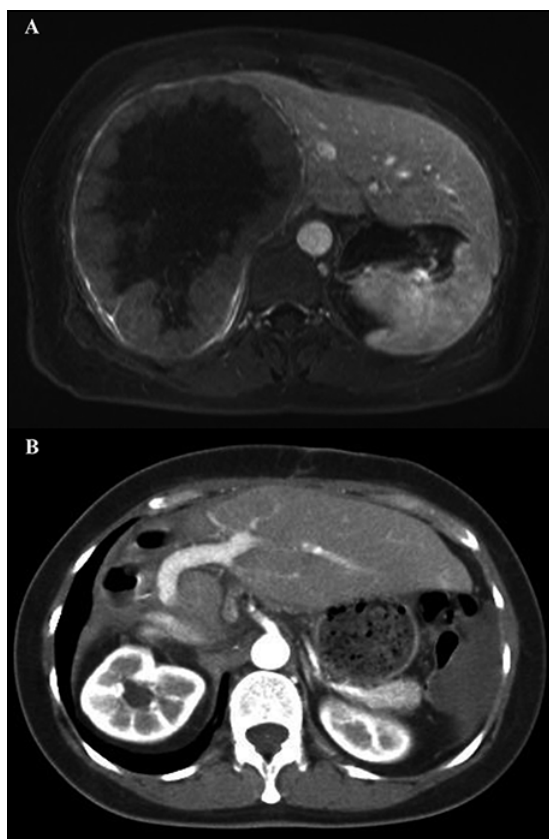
Paciente de 56 años con hígado sano, consulta por 1 semana con dolor abdominal en hemiabdomen superior derecho. (A) La resonancia de control muestra un hepatocarcinoma de 15 x 18 cm que compromete ambos lóbulos. Se realizó una hepatectomía derecha extendida, evolucionando favorablemente; (B) La tomografía computada de control (2 meses postoperatorio) no muestra signos de complicación o recidiva.
